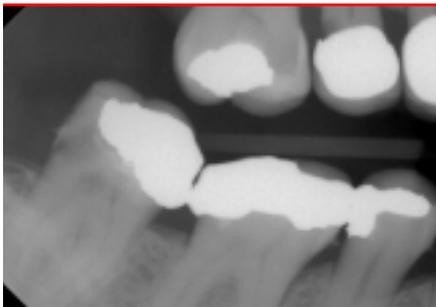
Das Röntgenbild bestätigte eine tiefe mesiale Sekundärkaries.
